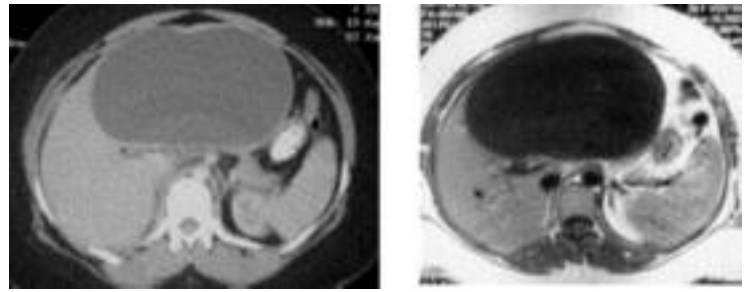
T.A.C. y RMN de paciente con diagnóstico inicial de quiste simple que en la antaomía
